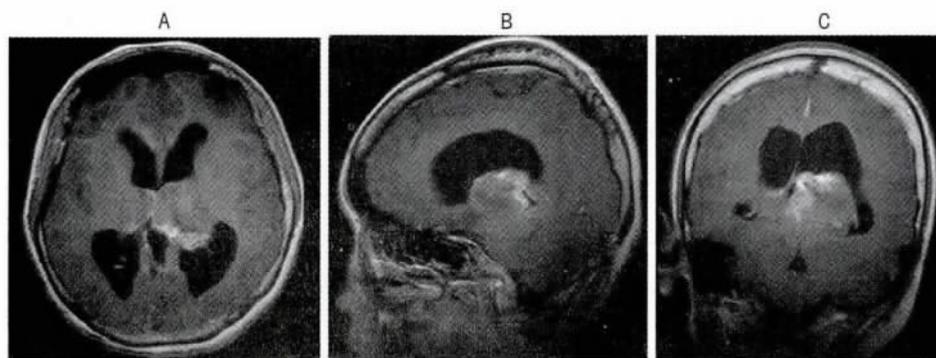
病例6患者术前 MRI 增强扫描检查 A. 轴位扫描; B. 矢状位扫描; C. 冠状位扫描左侧丘脑及中脑团块状长 T1、长 T2 信号影,信号不均,边界不清,三脑室受压变窄,幕上脑室显著扩大,可见不均匀点片状强化
